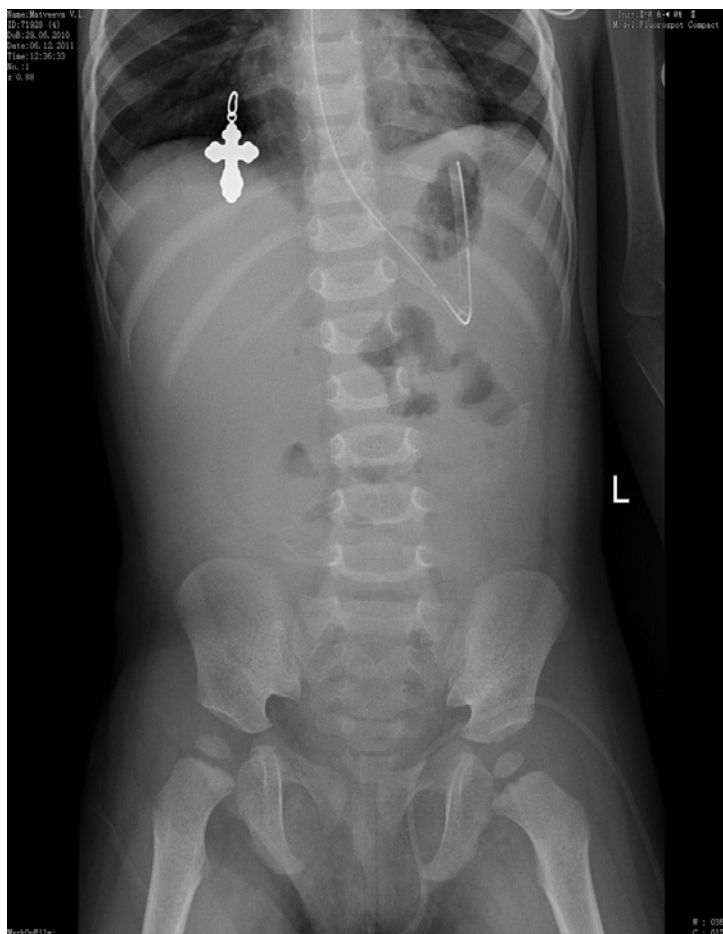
Обзорная рентгенография органов брюшной полости после удаления множественных инородных тел
